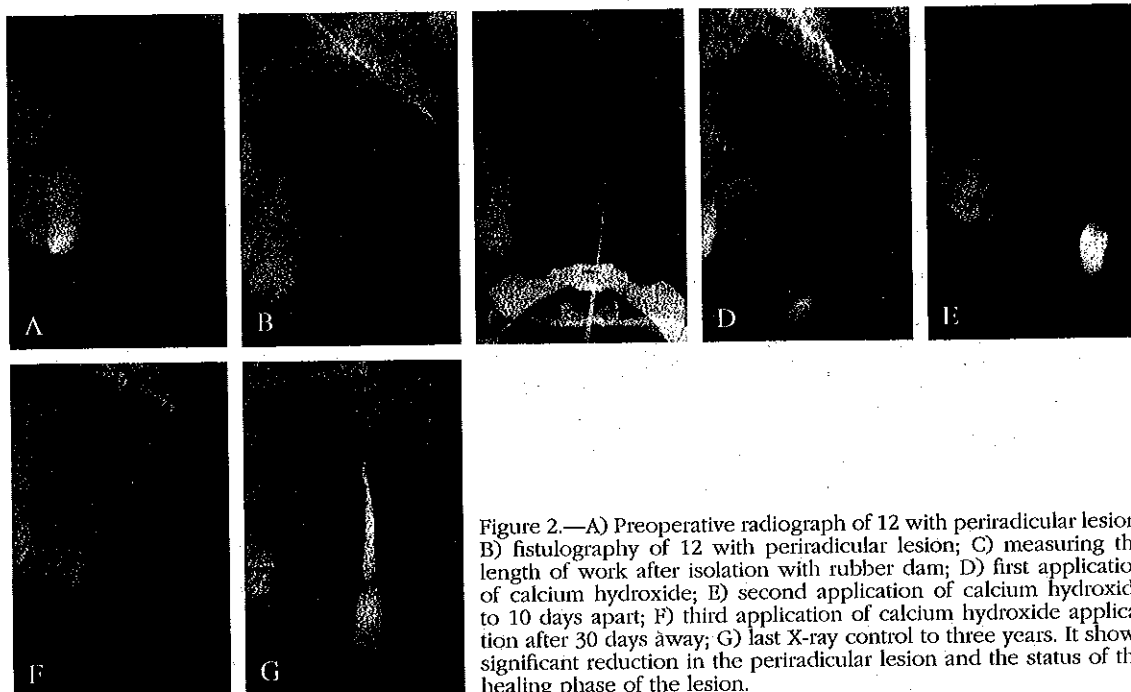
A) Preoperative radiograph of 12 with periradicular lesion; B) fistulography of 12 with periradicular lesion; C) measuring the length of work after isolation with rubber dam; D) first application of calcium hydroxide; E) second application of calcium hydroxide to 10 days apart; F) third application of calcium hydroxide application after 30 days away; G) last X-ray control to three years. It shows significant reduction in the periradicular lesion and the status of the healing phase of the lesion.
